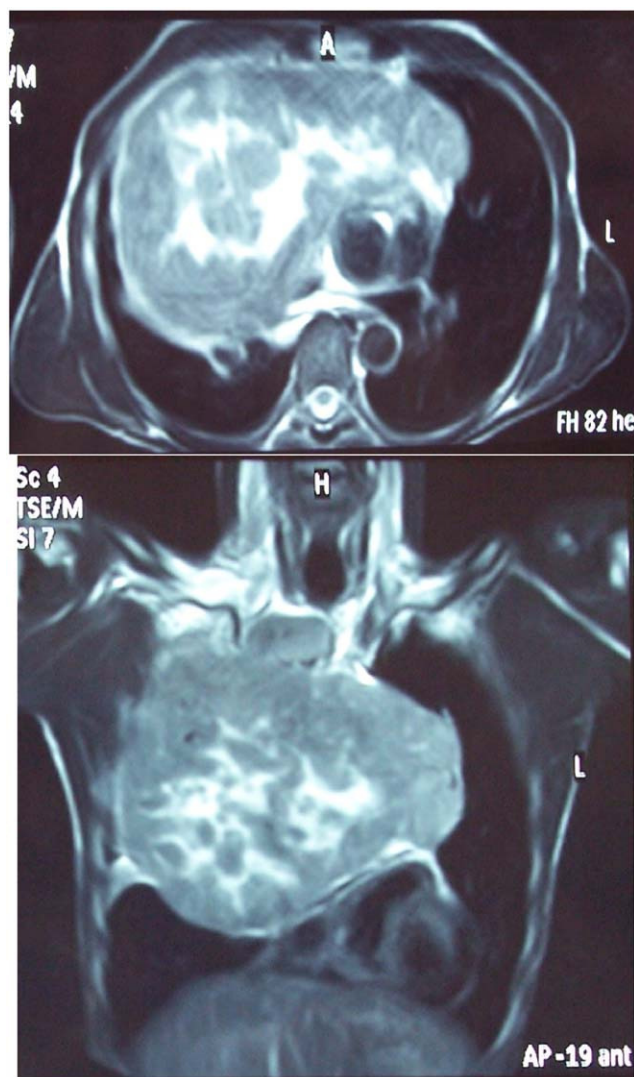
Resonancia magnética de tórax: masa gigante en mediastino anterosuperior. La vena cava superior está englobada en el tumor, el cual tiene efecto masa en la silueta cardíaca.
